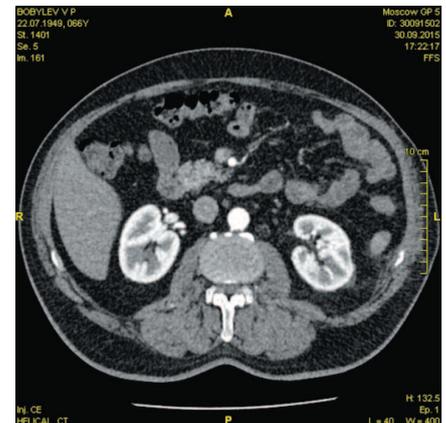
Пациент Б. Компьютерная томография через один год после оперативного лечения. Данных за рецидив опухоли не выявлено
